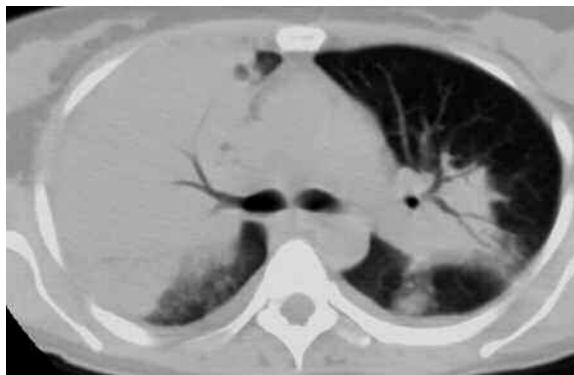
Corte axial de tomografía computada con ventana de pulmón. Se visualiza extensa área de consolidación en lóbulo superior derecho con broncograma aéreo y áreas parcheadas de consolidación en lóbulo superior izquierdo y ambos lóbulos inferiores, alguna de ellas con vidrio deslustrado perilesional.
